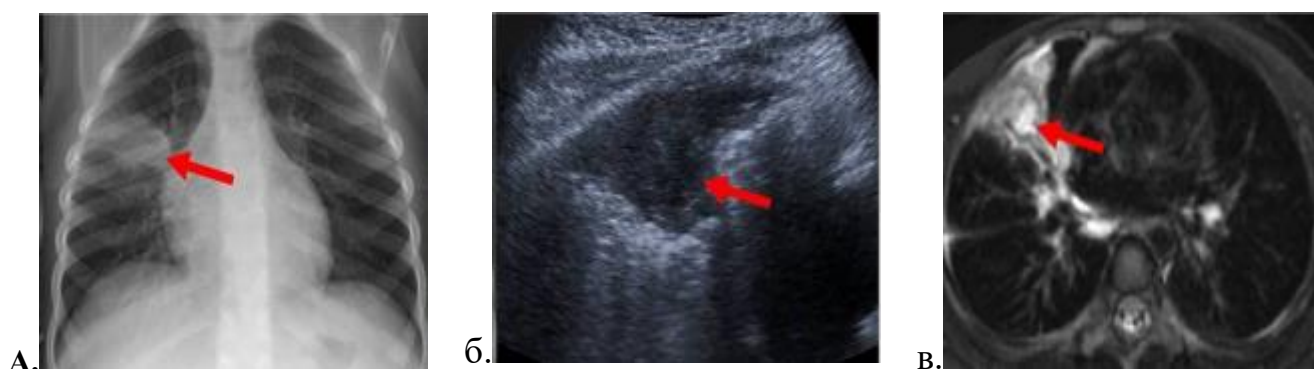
Больной А., 3,2 лет. При цифровой рентгенографии отмечается гомогенная интенсивная тень средней доли правого легкого, при эхографии (в) отмечается гипоэхогенный участок (б), T2-взвешенная МРТ (в) показывает образование абсцесса в стадии консолидации в средней доле правого легкого.
